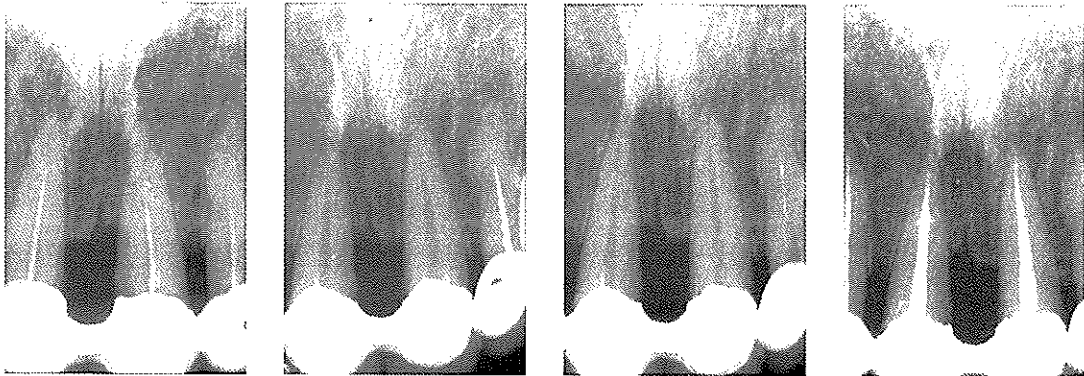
상악 전치부의 PFM을 장착하고 있는 환자로 전치부 증창을 주소로 내원한 증례이다. 치주치료와 재근관치료후 보철을 다시 하기를 권하였으나 환자사정상 보철물을 계속유지하기를 위해 근관와동형성을 작게 하였다. 이로 인해 #22에서 치경부의 근관의 단곡부를 미리 제거하지 못해 치경부에서 file이 파절되었다. 초음파기구를 사용해 제거하고 치료하였다.
